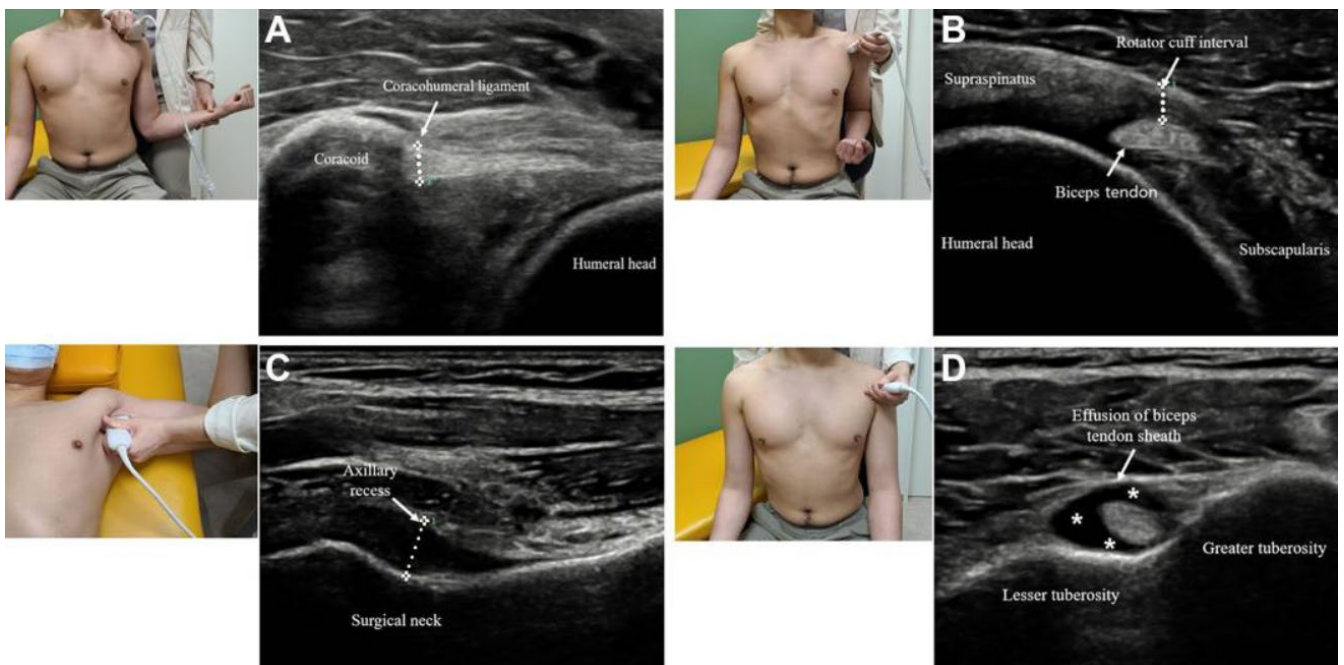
Ultrasound measurement. The B-mode ultrasound scan shows measurement of (A) CHL thickness (dotted line), (B) oblique axial view of the RI (dotted line), (C) AR at the humeral surgical neck (dotted line), and (D) effusion of the LHBT (asterisks). AR, axillary recess; CHL, coracohumeral ligament; LHBT, long head of biceps tendon; RI, rotator interval. Open access:
